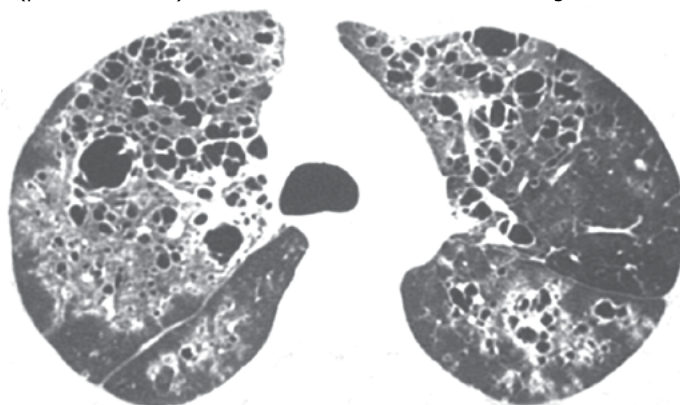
TC de tórax com corte axial no nível dos lobos superiores mostrando opacidades em vidro fosco difusas em ambos os pulmões, com múltiplas formações císticas de permeio.
